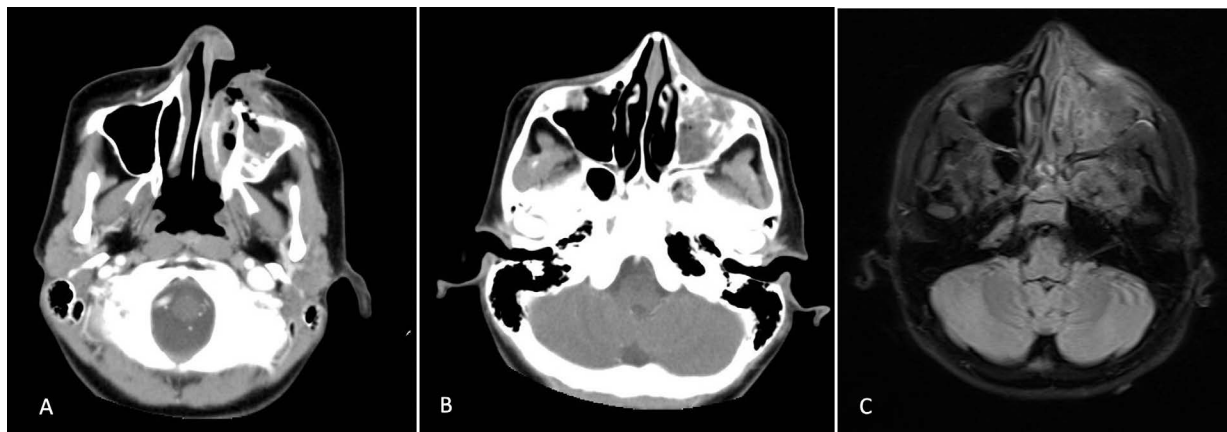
A. Lesión neoplásica comprometiendo tejidos blandos de la región malar izquierda con extensión a la fosa nasal. B. Infiltración ósea del margen medial de la cara anterior del seno maxilar izquierdo. C. RM compromiso maxilar izquierdo, infiltración de estructuras óseas de fosa nasal, antro maxilar, región premaxilar, mucosa de paladar duro con formación de fístula cutánea a la región paranasal, fosa nasal y cavidad oral
